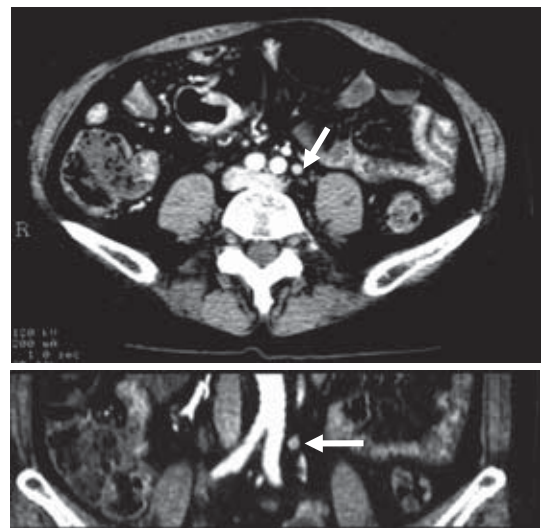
1 CT 3 mm thin slice (1 mm ピッチ再構成) + MPR 画像
